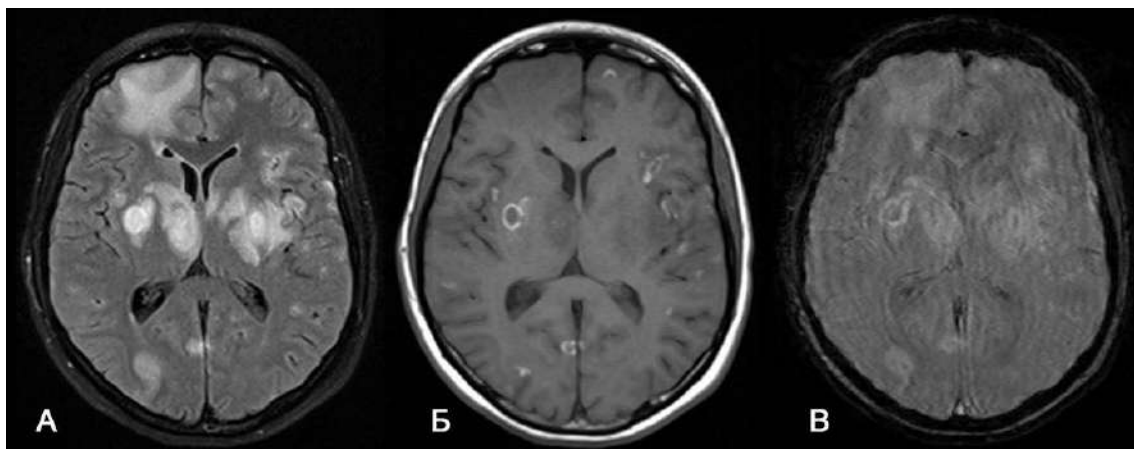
MRI of a patient M. 15 years old with multiple foci of toxoplasmosis, in the structure of which hyperintensive inclusions are visualized. MR images in axial projection. A - T2 FLAIR, B - T1VI, C - SWI. In the area of the basal ganglia from 2 sides, in the area of the right thalamus, subcortical sections of the hemispheres, multiple pathological structures surrounded by perifocal edema (A) are determined, there are multiple hyperintensive inclusions on T1VI (B) in the structure of a significant part of the pathological structures.
